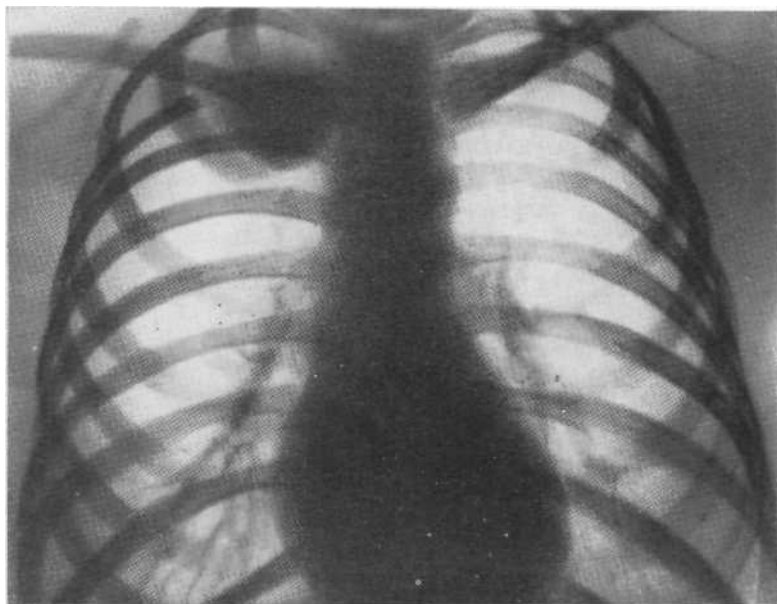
Обзорная рентгенограмма. Однородное затемнение верхушки правого легкого и подключичного пространства. Нижний контур затемнения выпуклый, резкий. Деструкция задней пластинки III ребра. На операции диагностирована остеобластокластома.
